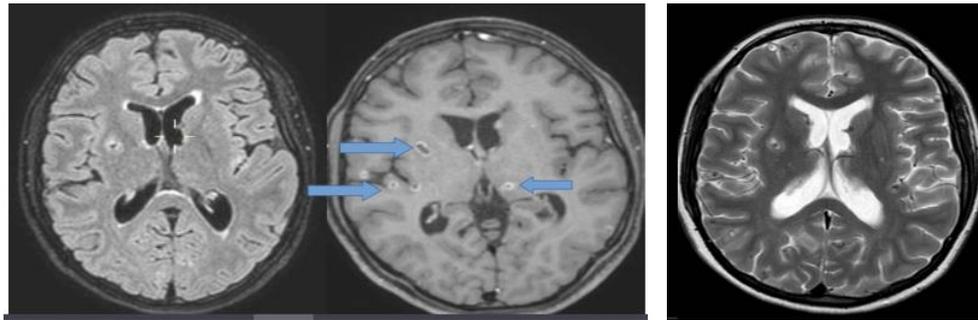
Resonancia magnética cortes axiales T2, FLAIR, T1 FAT SAT con contraste. Se aprecia en imágenes T2 edema perilesional en núcleo lenticular derecho. Lesiones de pequeño tamaño con realce anular.
